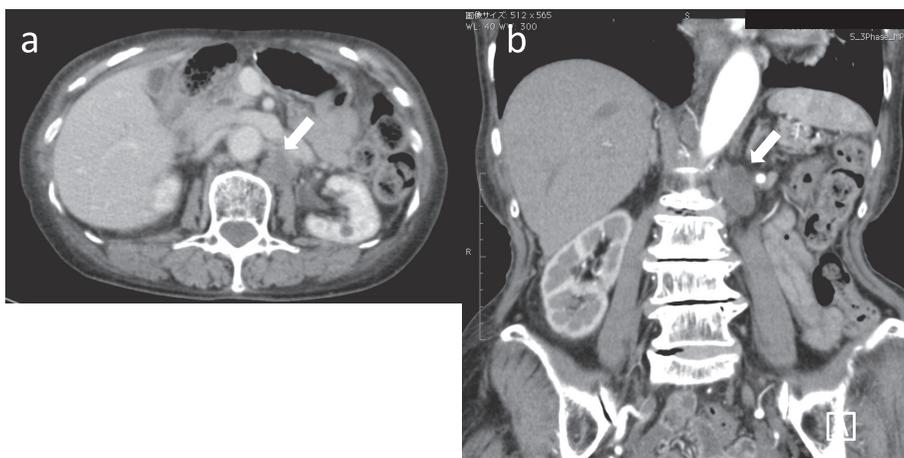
CT shows a mass lesion of approximately 20 mm near the left adrenal gland (arrows) (a : axial section image, b : coronal section image).
